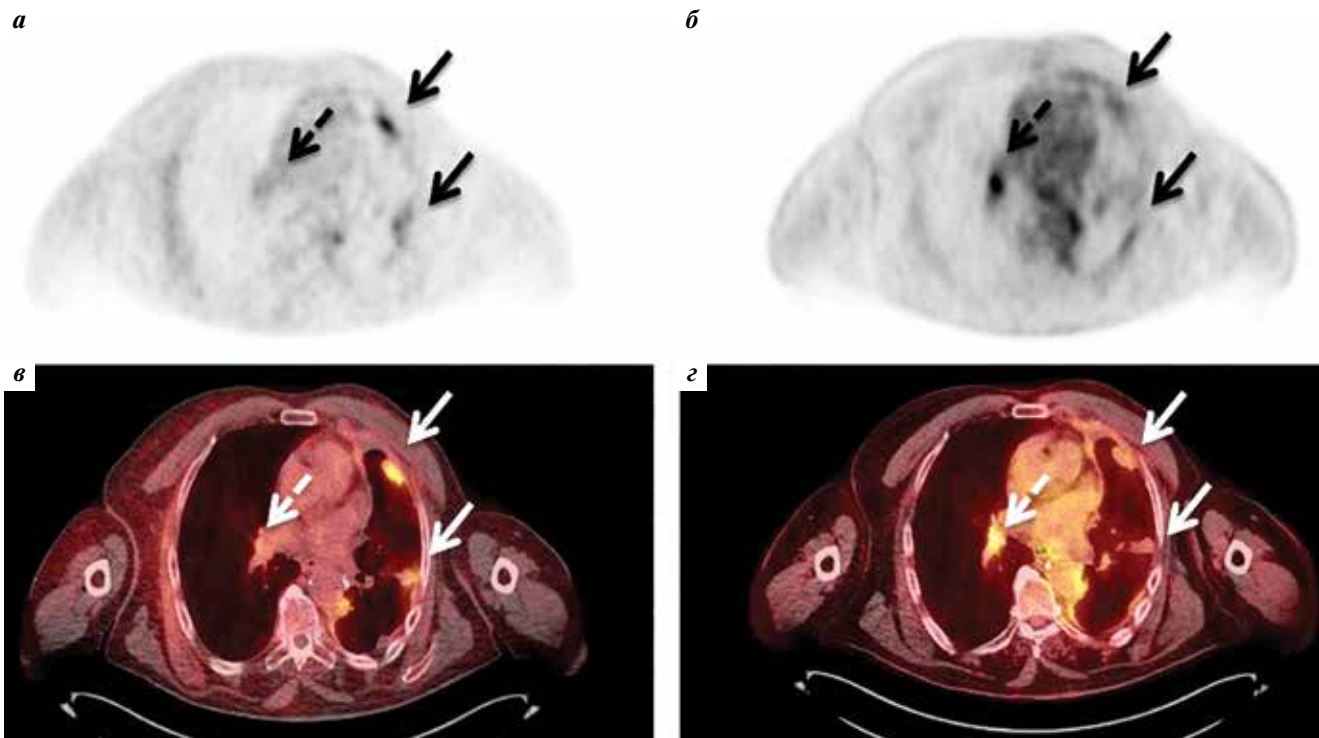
Пациент У. Рак молочной железы слева – состояние после комбинированного лечения, прогрессирование, в процессе гормонотерапии. ПЭТ с ^{18}F -ФЭС (а), ПЭТ с ^{18}F -ФДГ (б), комбинированные ПЭТ/КТ-изображения с ^{18}F -ФЭС (в) и ^{18}F -ФДГ (г). Гиперфиксация ^{18}F -ФЭС и ^{18}F -ФДГ в неравномерно утолщенной плевре левого легкого с наличием множественных узлов (указаны стрелками), патологическое накопление ^{18}F -ФДГ в бронхопальмональном лимфатическом узле справа и отсутствие повышенного накопления ^{18}F -ФЭС (изменения указаны пунктирными стрелками)
